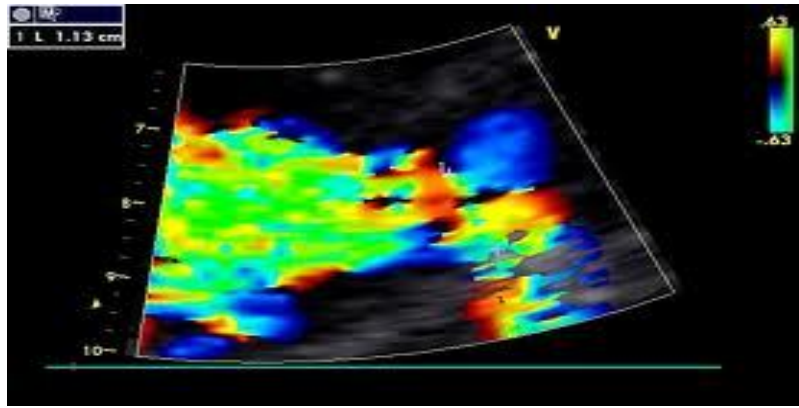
Vena contracta mesurée à 11mm en faveur d'une IA importante en coupe PSGA Doppler couleur.
